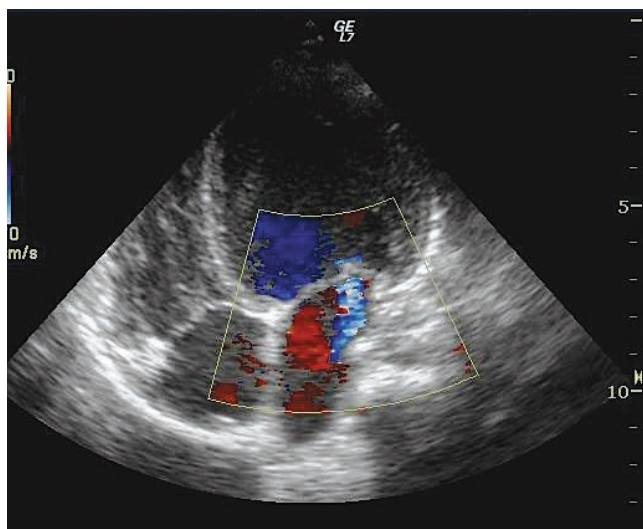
Ecocardiografie transtoracică secțiune apical 4 camere: dilatarea cavităților stângi, insuficiență mitrală ușoară.
